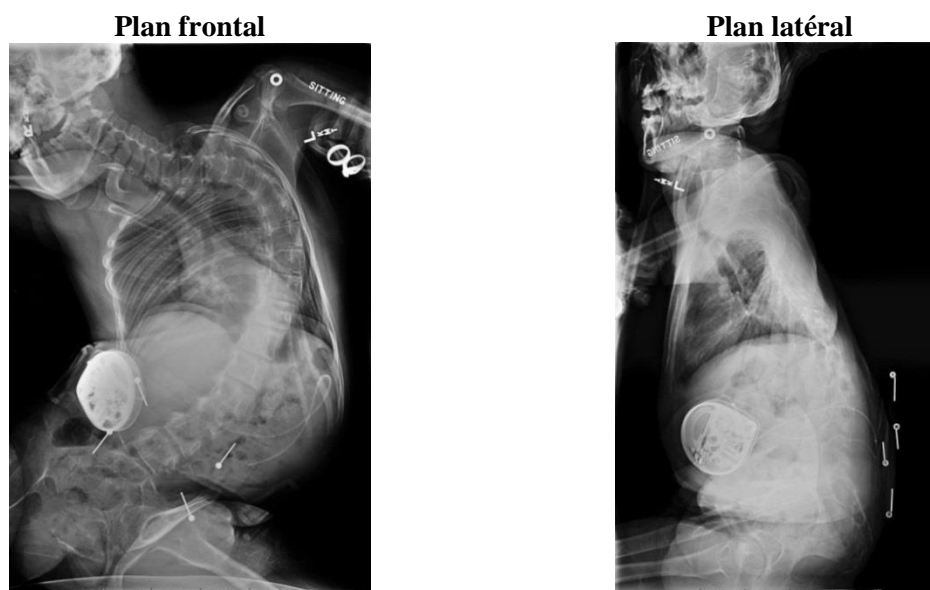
Radiographies d'un patient atteint d'une scoliose neuromusculaire
